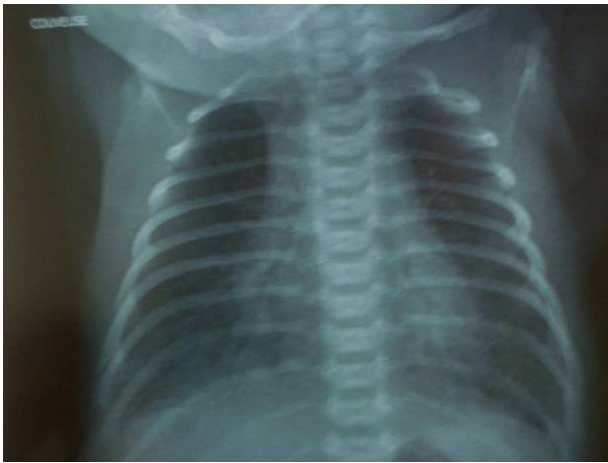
Radiographie du thorax initiale : pneumopathie bilatérale prédominante aux bases.
